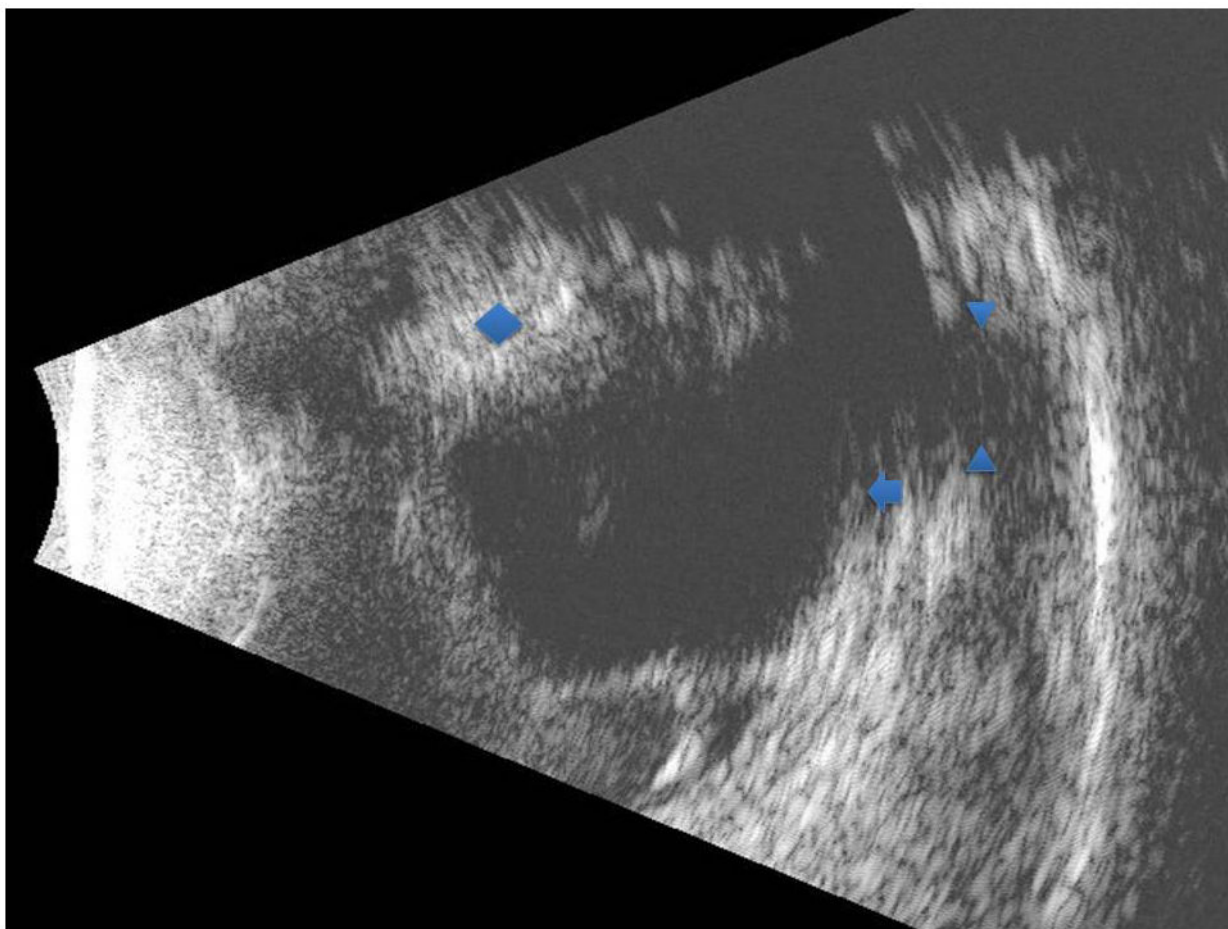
Representative longitudinal B-scan ultrasound of Patient 2 demonstrating discontinuity of the sclera and choroid (arrowheads); abrupt retinal discontinuity consistent with retinal loss (arrow); intravitreal MIRAgel (diamond).
